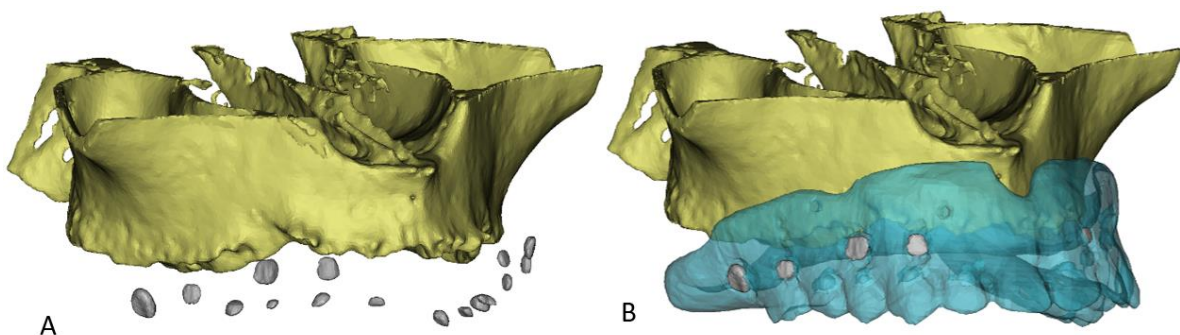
Marcadores no anatómicos utilizando gutapercha. A) Modelo 3D de una CBCT con marcadores B) Integración de modelos guiado por marcadores no anatómicos. <sup>3</sup>
